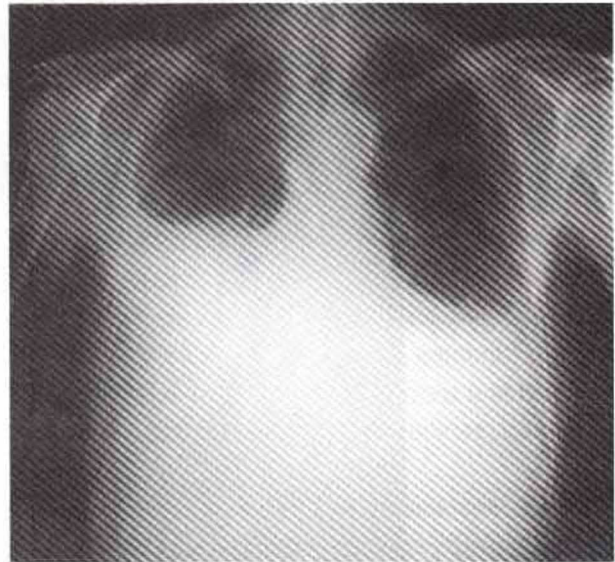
Teleradiografia do tórax PA realizado à data de internamento apresentando derrame pleural bilateral, volumoso à direita e aumento da sombra cardíaca
